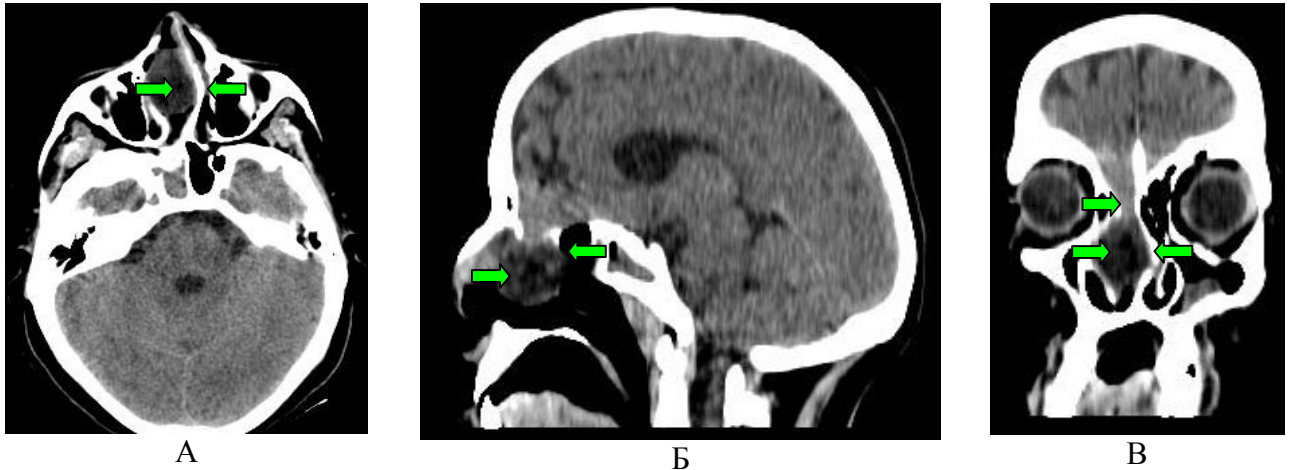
Пациентка Г-ва, 16 лет, КТ-изображение черепа пациентки с базальной черепно-мозговой грыжей: А – на аксиальном срезе стрелками указано искривление носовой перегородки, обструкция носовой полости, Б - на сагиттальном срезе стрелками указан дефект основания черепа, пролабирование мозгового вещества, В - на фронтальном срезе стрелками указан дефект в области ситовидной пластинки, решетчатой кости, пролабирование мозгового вещества с кистозным компонентом в носовую полость, её obturation, деформация носовой перегородки
